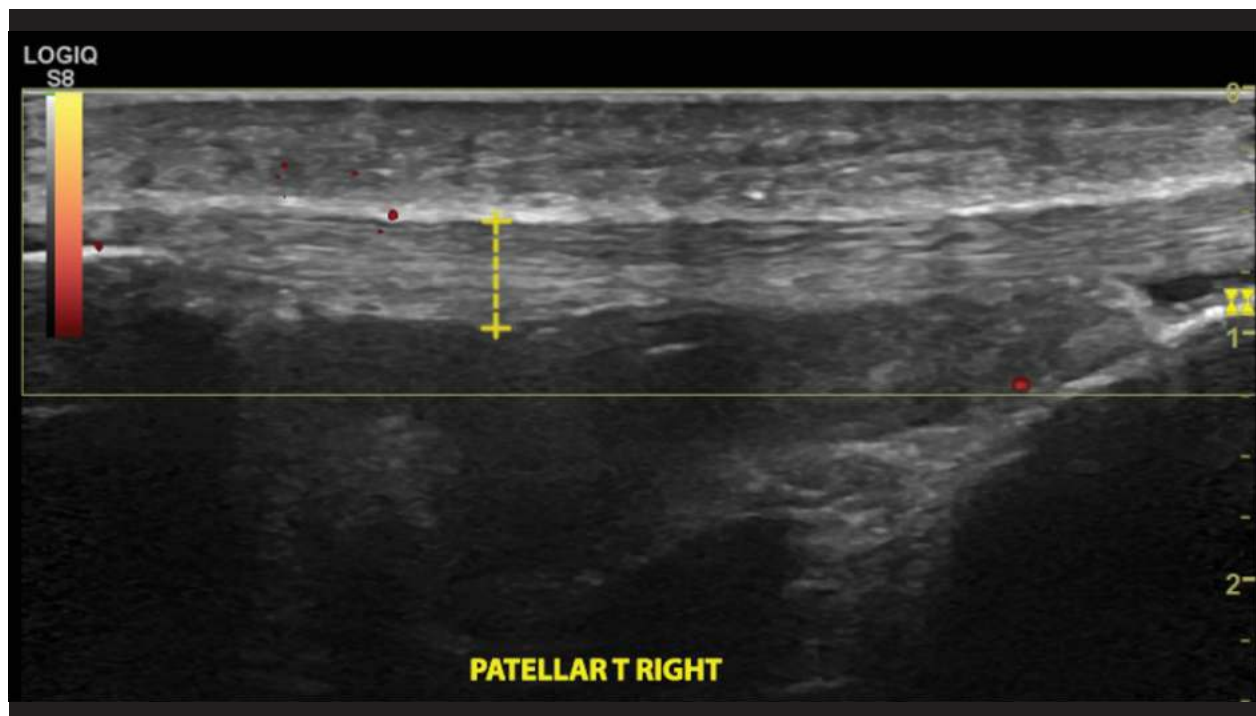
Caso 1. La ecografía del tendón rotuliano derecho realizada antes de la aplicación de la terapia con ondas de presión radial demostró una integridad completa de las fibras del tendón.
